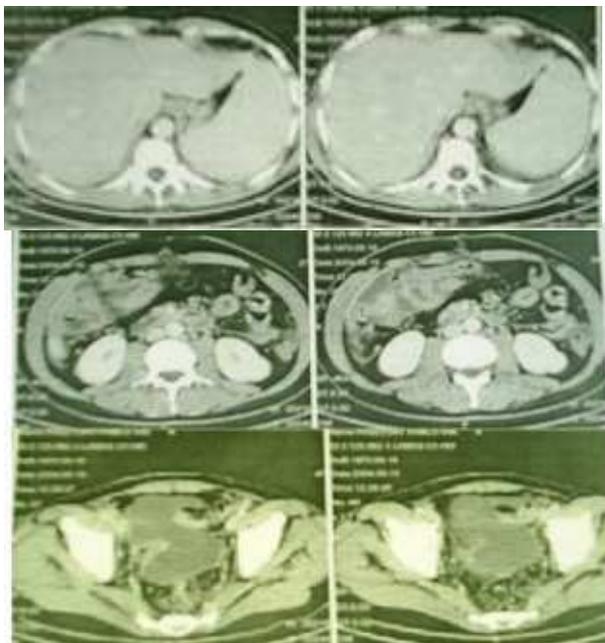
Tomografía axial computarizada abdomino pélvica. Véase la esplenomegalia. Absceso yuxta-anastomótico y de Douglas
